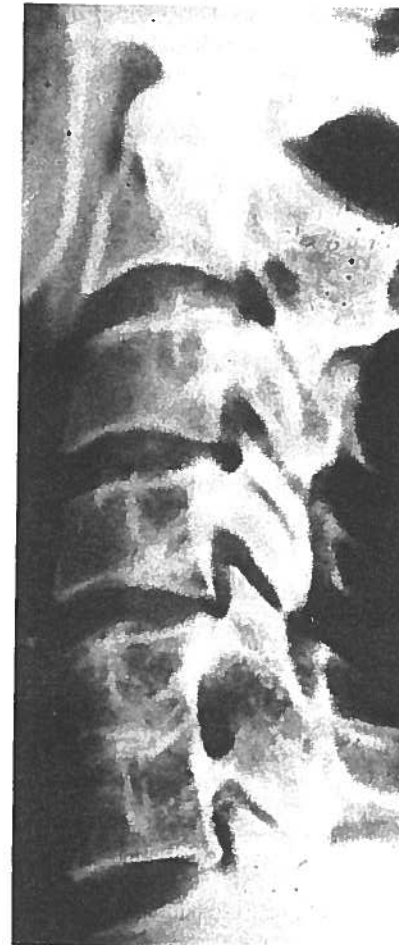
Röntgen-Nativaufnahme der Halswirbelsäule: Ausbildung eines partiellen Blockwirbels HW 5/6 mit stabilen Verhältnissen und freien Foramina intervertebralia. Arbeitsmedizinische Beratung: Keine Einschränkung für Berufswahl und Arbeitsbelastung.
